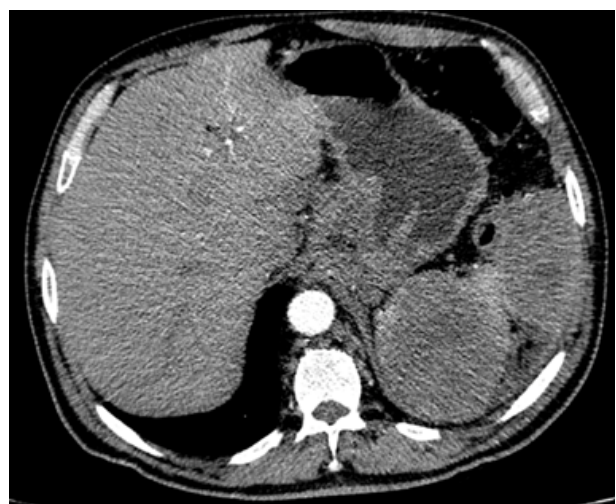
Corte axial de TC multidetector en fase portal que muestra una masa esplénica heterogénea con marcado realce periférico irregular y discontinuo. Se identifica extensas áreas centrales de hipodensidad compatibles con necrosis, hallazgos característicos del angiosarcoma esplénico primario.
